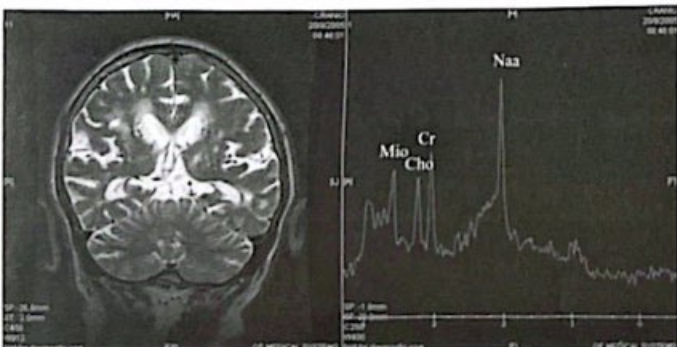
A e B (A) RM de crânio no plano coronal ponderada em T2 perpendicular ao hipocampo em topografia do terceiro ventrículo, mostra uma atrofia temporal medial bilateral. (B) ERM voxel único centralizado no istmo do giro do cíngulo com TE baixo, demonstrando redução do Naa e aumento Mio, estando a relação Mio/Cr de 0,77.
